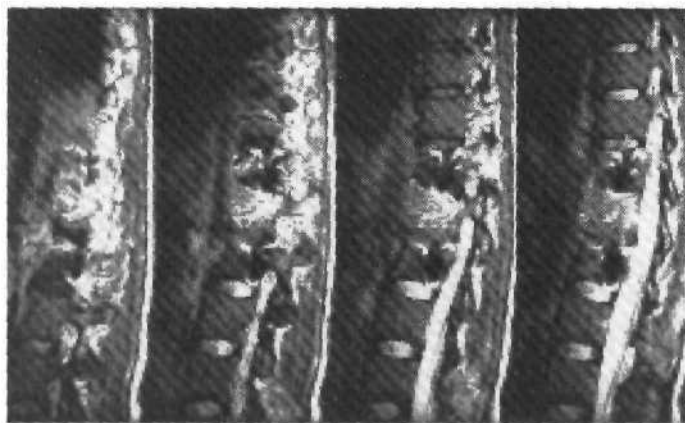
МРТ после корпозектомии L₁, боковой стабилизации системой Z-PLATE и пластики брюшной аорты аллопротезом.
